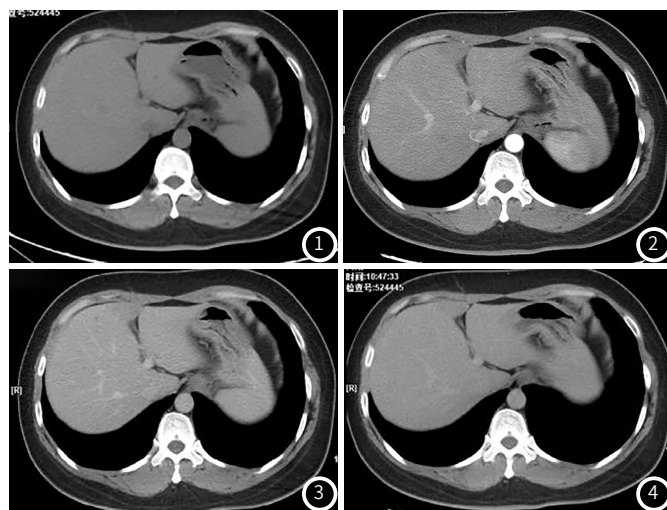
CT平扫可见肝左内叶镰旁见斑片状稍低密度灶。图2~4 CT增强扫描动脉期、静脉期、延迟期呈轻度强化。
